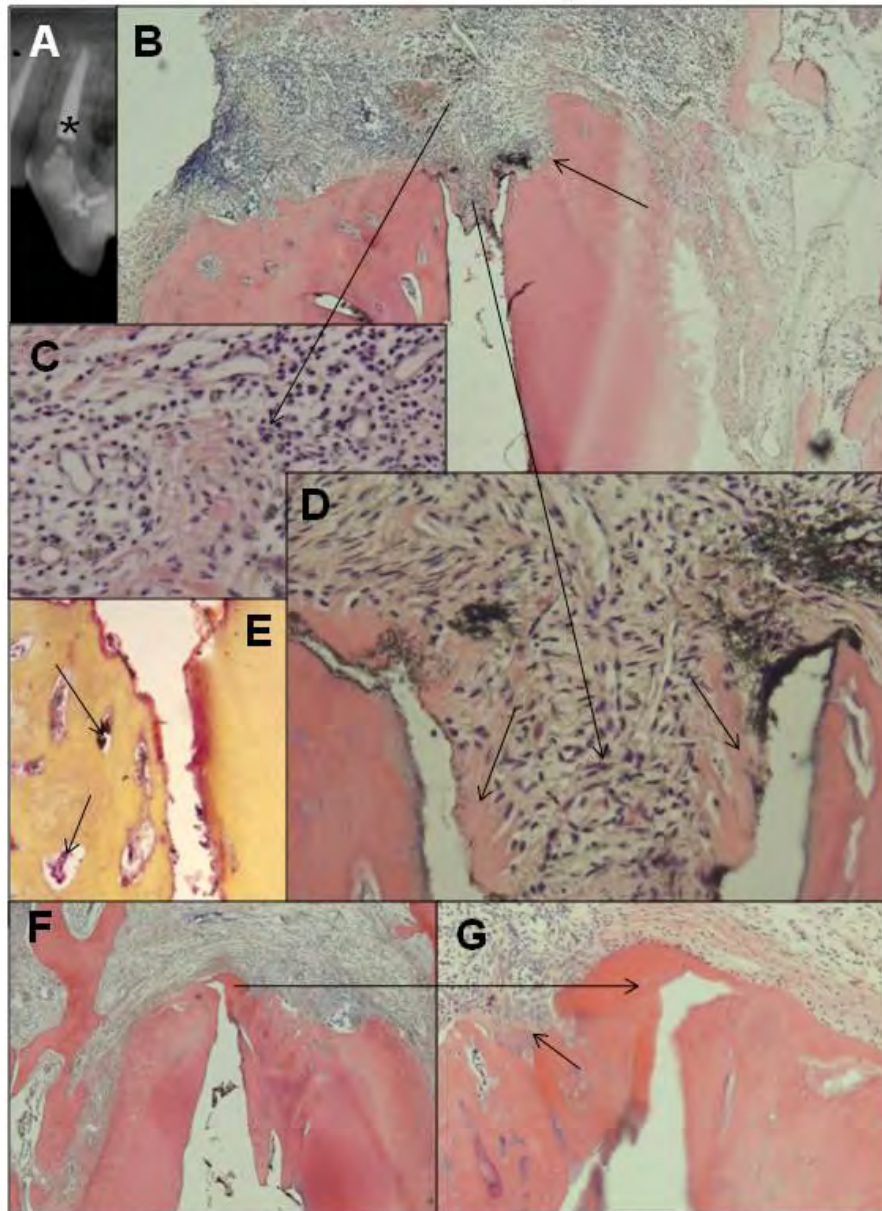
Imagens representativas do grupo tratado com MTA Fillapex®. (A) Radiografia do 3º pré-molar superior esquerdo (*- raiz mesial), 180 dias após obturação [Original - Rx]. (B) Aspecto panorâmico, áreas de reabsorção e ausência de cimento neoformado (*seta*) [x100 - H.E.]. (C) Infiltrado inflamatório severo (*seta*) [x400 - H.E.]. (D) Coto pulpar apresentando infiltrado inflamatório leve e presença de mineralização (*setas*) [x400 - H.E.]. (E) Bactérias Gram positivas e Gram negativas em lacunas de cimento (*setas*) [x400 - B.B.]. (F) Apecto panorâmico do 3º pré-molar superior esquerdo (raiz distal) [x100 - H.E.]. (G) Cimento neoformado na região do canal principal, áreas de reabsorção não reparadas (*setas*) [x400 - HE].
